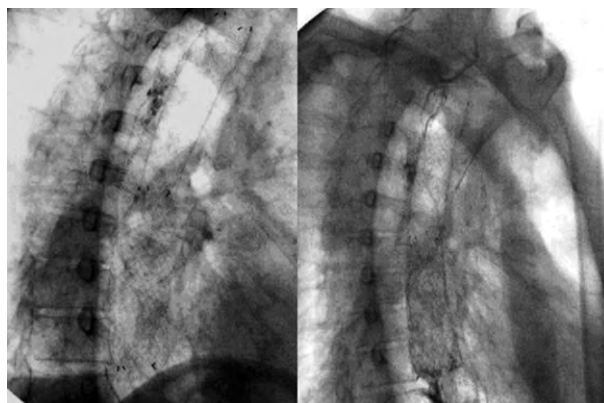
Рентгенконтроль сразу после стентирования. Подтекания контрастного вещества за пределы стента не выявлено
